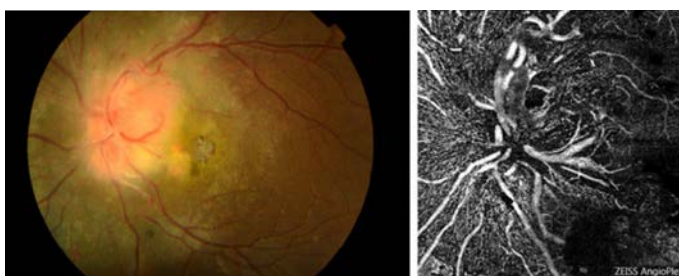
Hemangioma papilar endofítico. La angiografía mediante una tomografía de coherencia óptica muestra un importante aumento de los plexos peripapilares.
